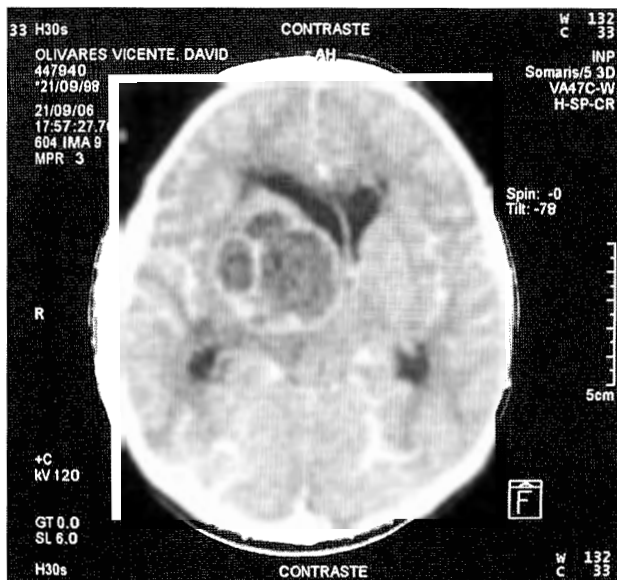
Tomografía computada de cráneo con medio de contraste. Muestra el tumor isodenso en el centro con una pseudocápsula hiperdensa localizado en los ganglios basales y tálamo derechos.
